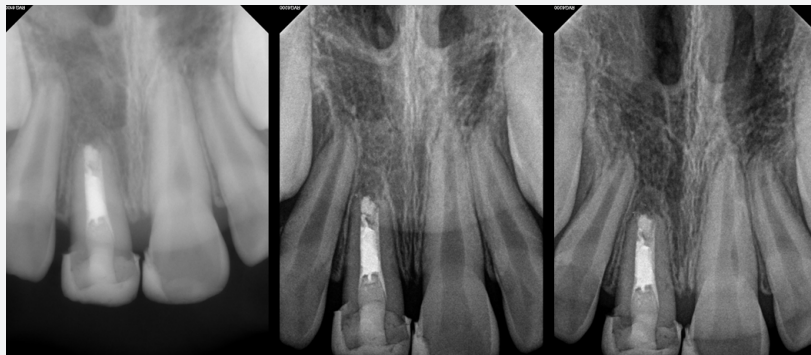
12-, 24- and 30-month follow-up: Periapical radiographs showed no signs of periapical radiolucency or obvious root resorption.
